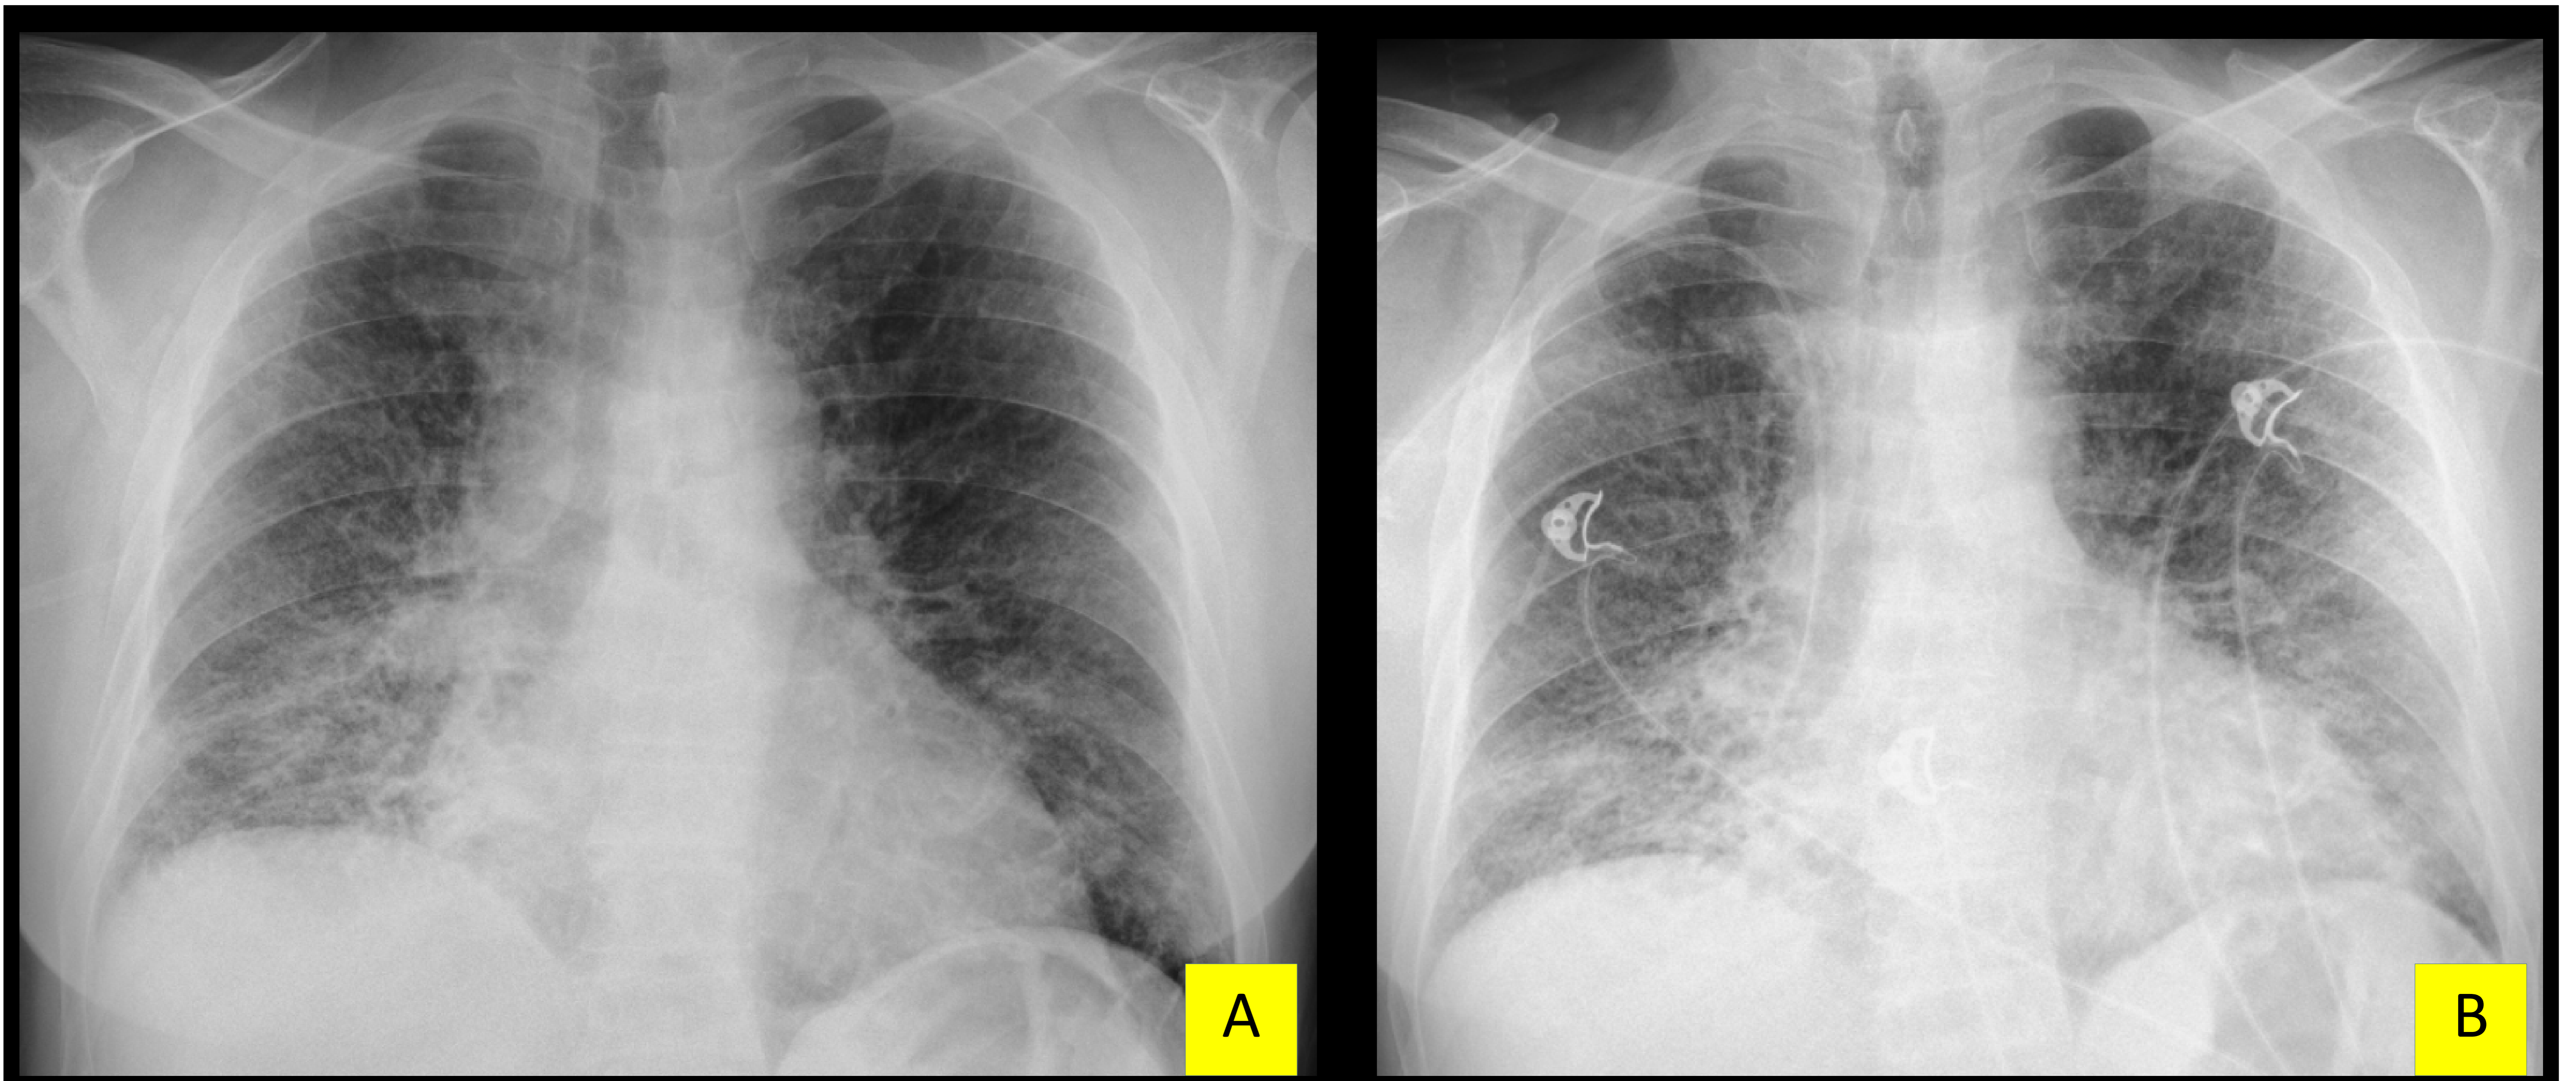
Radiografía de tórax de paciente con antecedente de adenocarcinoma de pulmón, que fue tratado con quimioterapia y radioterapia. En imagen A se observa opacidades intersticiales reticulares difusa y bilateral, con cambios de radioterapia a nivel de lóbulo inferior derecho (LID). En la imagen B, realizada dos días posteriores a la imagen A, se observa empeoramiento de las opacidades intersticiales reticulares.
